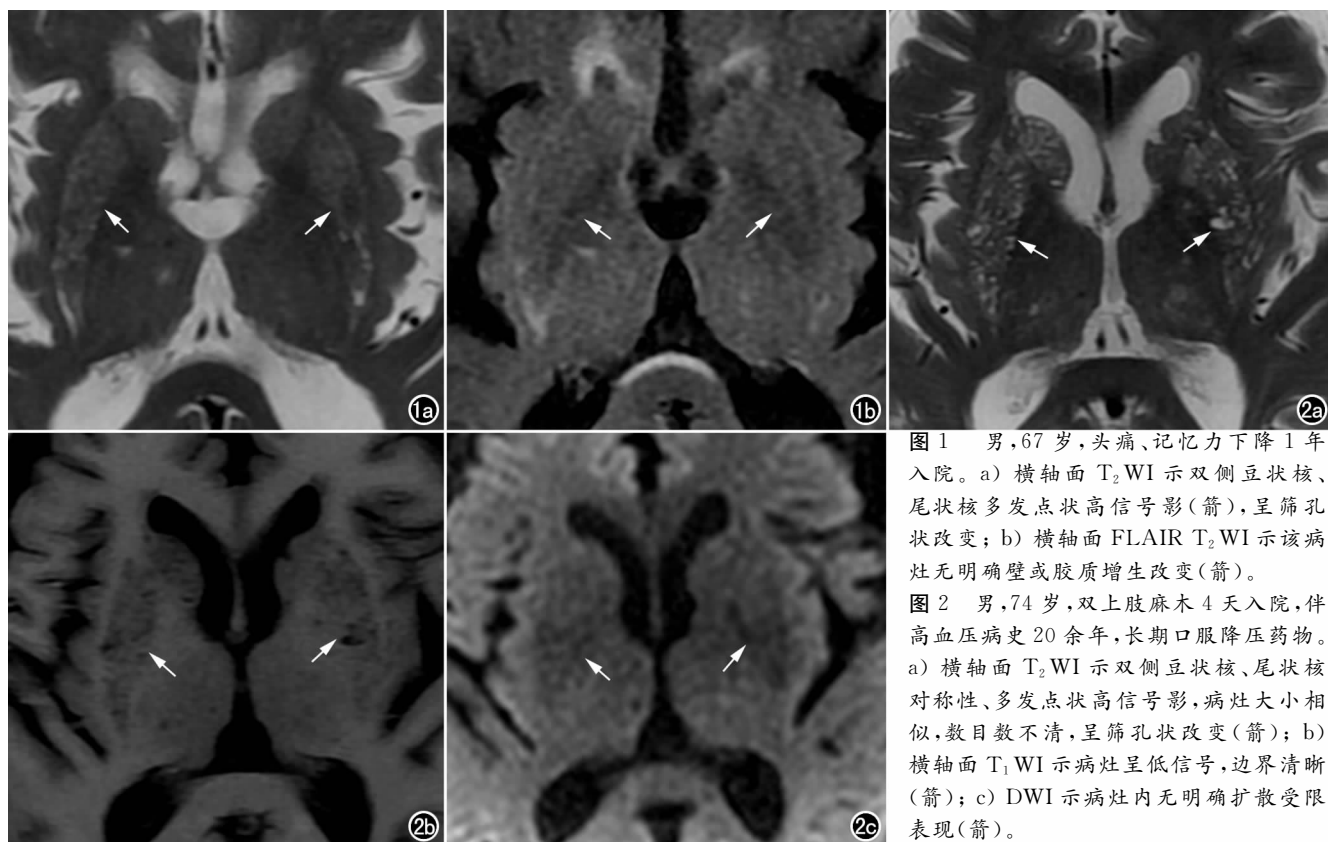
男, 67 岁, 头痛、记忆力下降 1 年入院。a) 横轴面 T_2 WI 示双侧豆状核、尾状核多发点状高信号影(箭), 呈筛孔状改变; b) 横轴面 FLAIR T_2 WI 示该病灶无明确壁或胶质增生改变(箭)。
